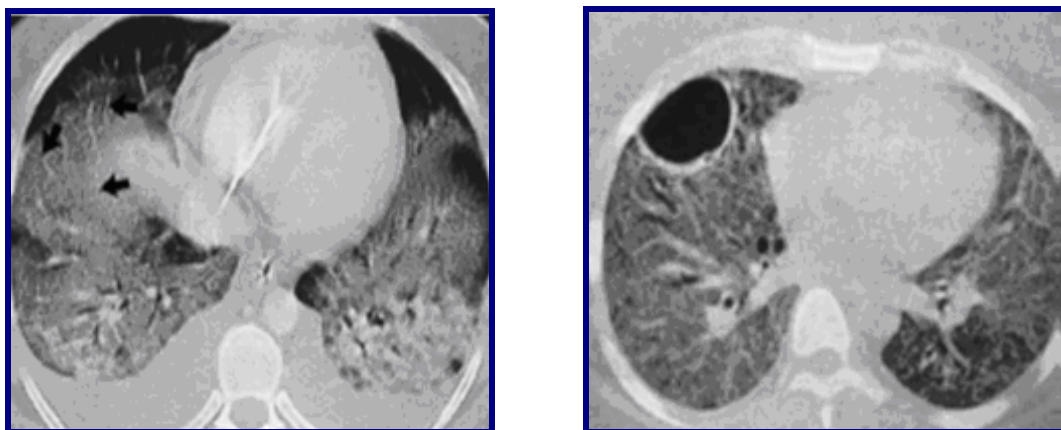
TC da fase exsudativa e da fase fibrótica de SDRA ⁽⁸⁾
